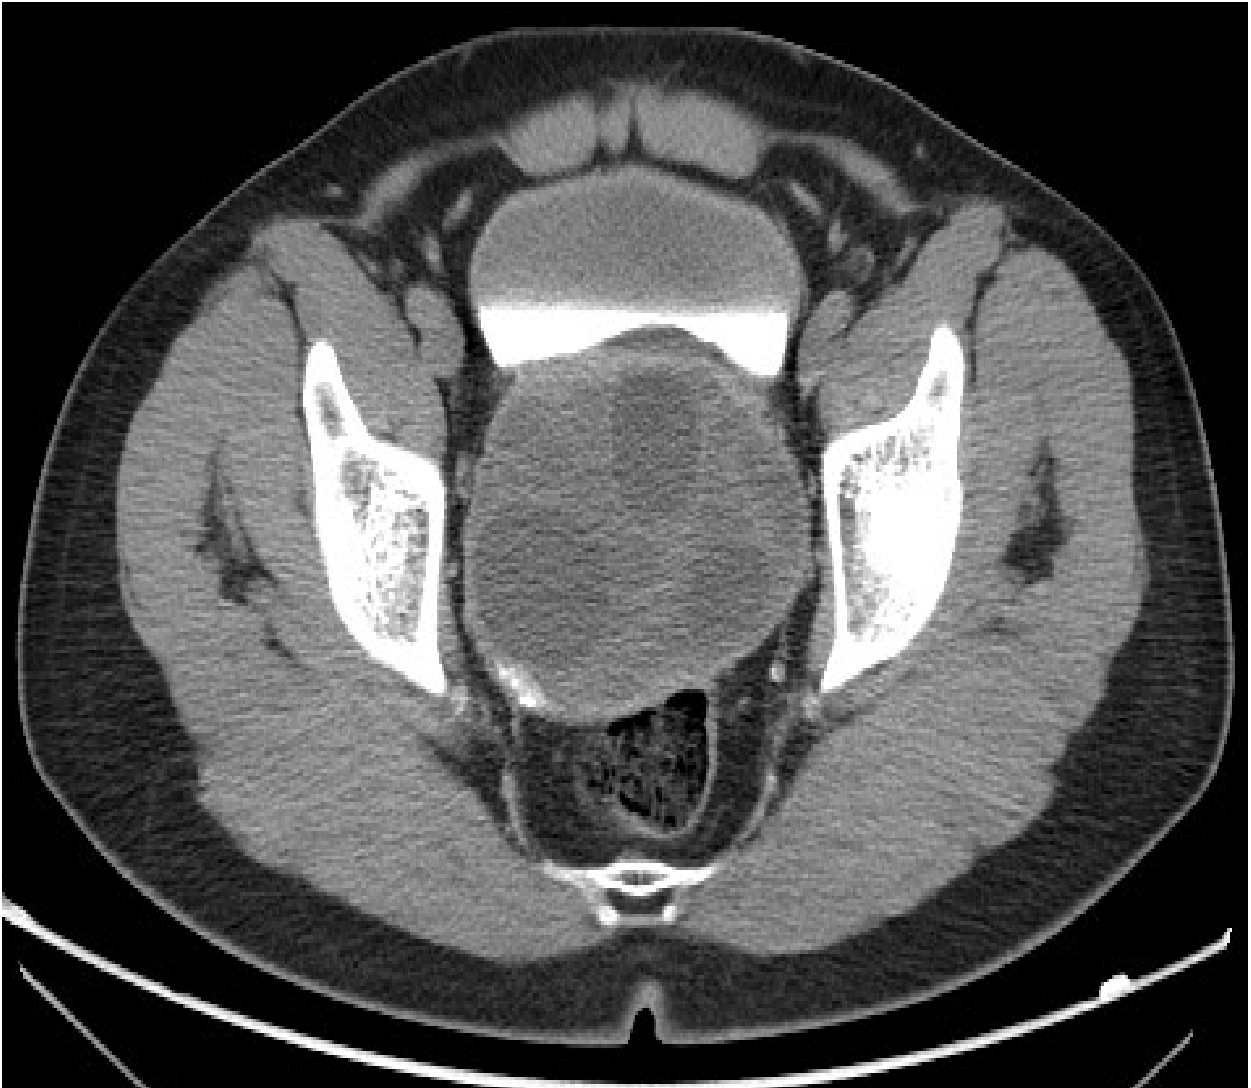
coupe transversale d'une TDM avec injection de produit de contraste montrant une masse à contenu multiloculaire à paroi épaisse calcifiée par endroit ne se rehaussant pas après injection du produit de contraste.
